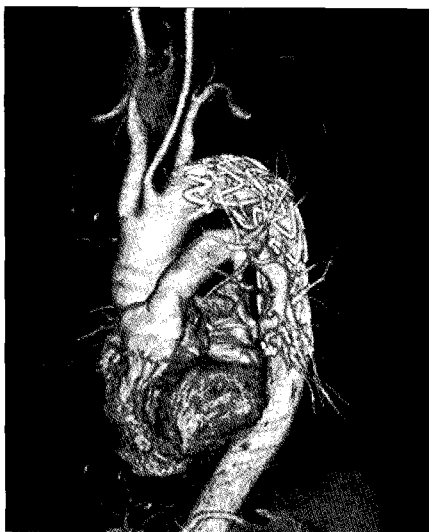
1-month follow-up computerized tomography angiogram shows no type I endoleak and the patency of a left subclavian artery.
